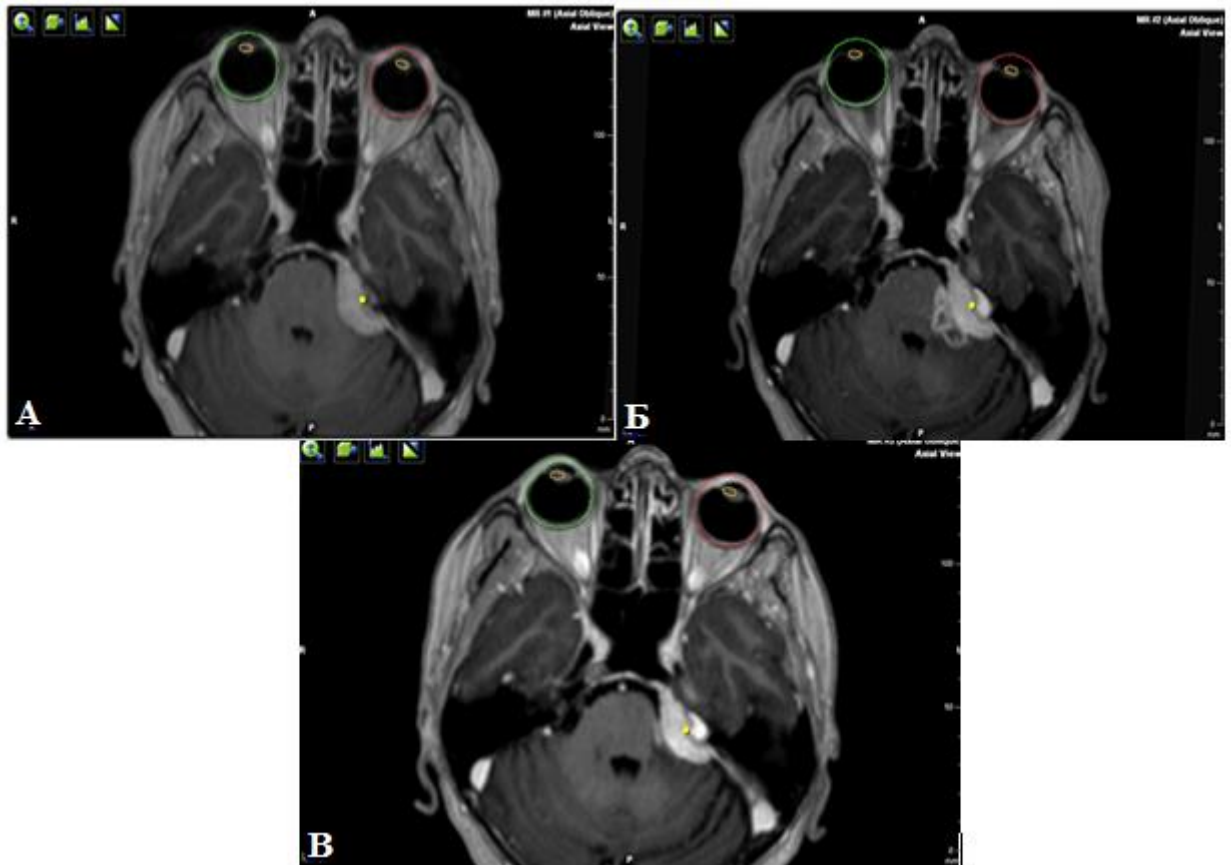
Спостереження №6. Пацієнтка К-ва, 55 років, історія хвороби №709. МРТ головного мозку до (А), через 11 місяців (Б) та через 15 місяців (В) після СРХ (Т1 ЗЗ з парамагнітним контрастуванням).
